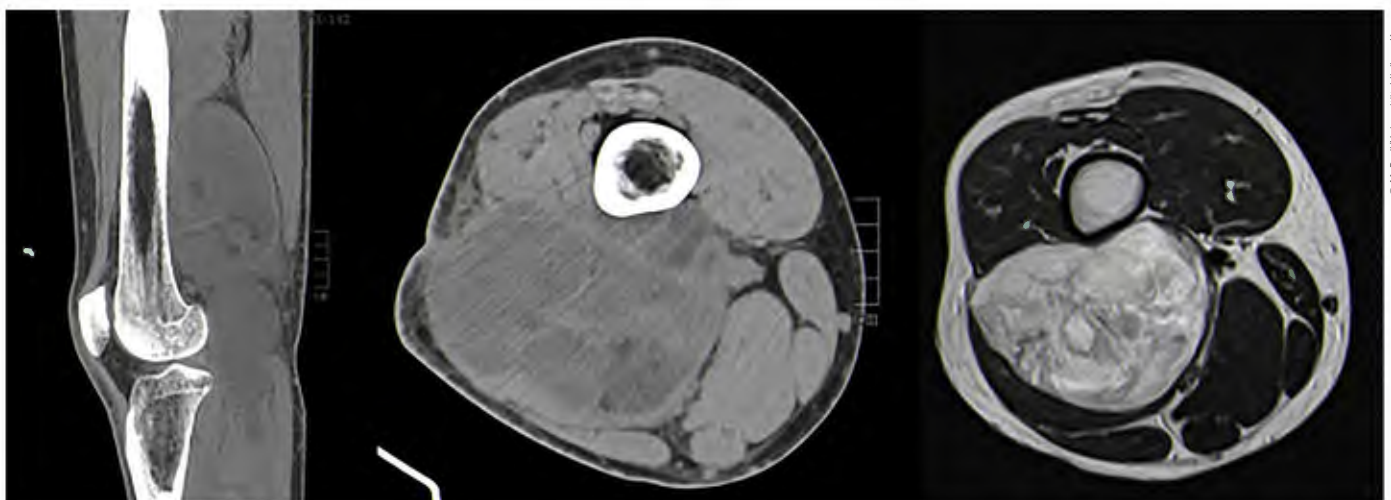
Patient 4, CT sagittal, CT axial und MRT axial
